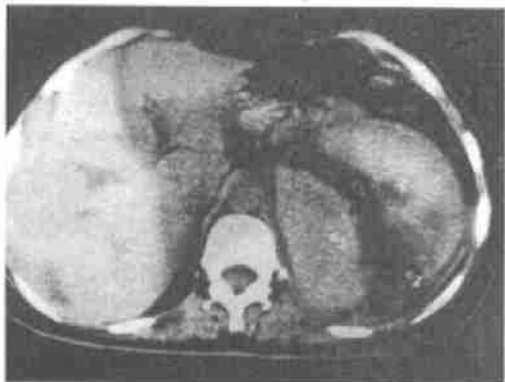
左肾血管平滑肌脂肪瘤。巨大肿瘤外侧呈大片高密度出血灶,内侧为未出血的血管平滑肌脂肪组织,CT值-35~60 Hu
